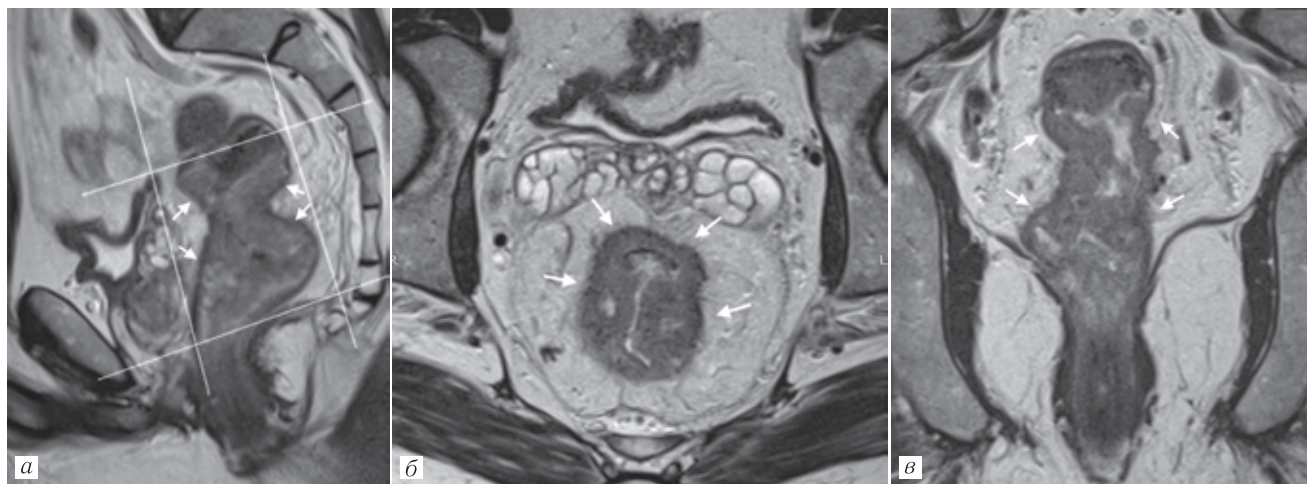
МРТ. Опухоль среднеампулярного отдела прямой кишки (белые стрелки): *а* — Т2-ВИ в сагиттальной плоскости; ориентация срезов высокого разрешения (линии); *б* — Т2-ВИ в аксиальной плоскости высокого разрешения, в соответствии с ориентацией срезов; *в* — Т2-ВИ в корональной плоскости высокого разрешения, в соответствии с ориентацией срезов
